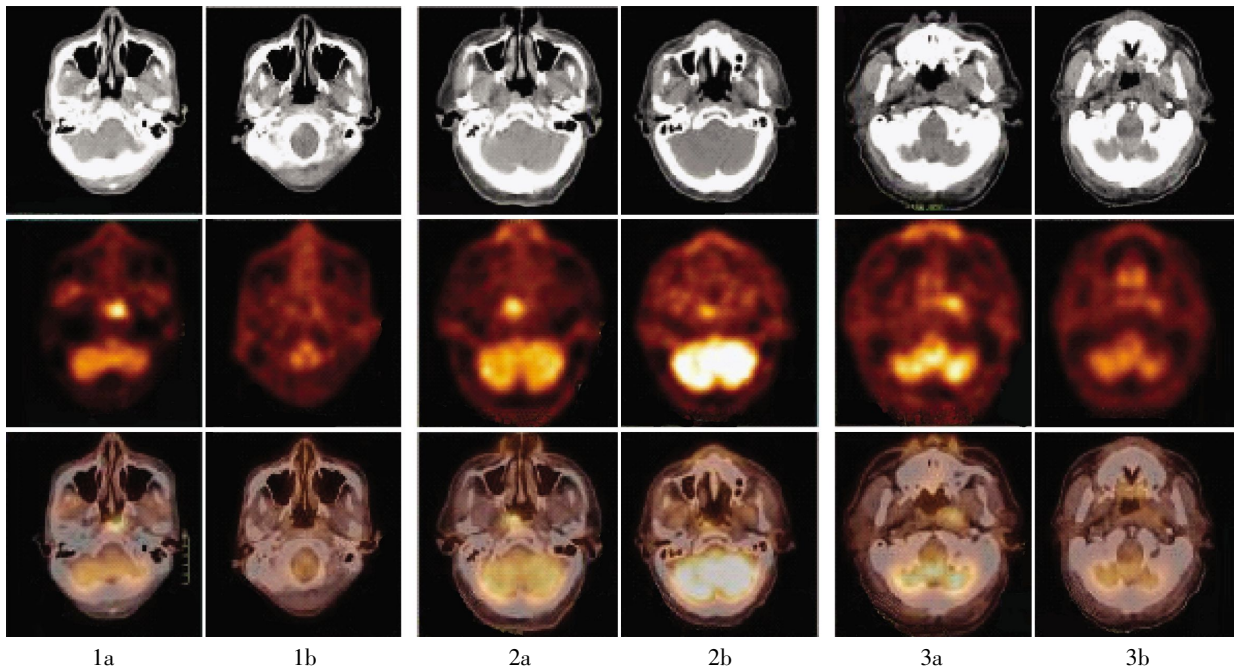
CRT 组真阴性患者 PET/CT 显像 图中, 1a 为放疗前 PET/CT 显像, $SUV_{max}=7.5$; 1b 为放疗后 1 周 PET/CT 显像, 可见放疗后原鼻咽后壁肿瘤消退良好, 目测分析局部未见放射性分布浓聚影, $SUV_{max}=2.1$ 。CRT: 适形放射治疗; SUV_{max} : 最大标准化摄取值。 图 2 IMRT 组真阳性患者 PET/CT 显像 图中, 2a 为放疗前 PET/CT 显像, $SUV_{max}=8.1$; 2b 为放疗后 1 周 PET/CT 显像, 目测分析可见右侧顶后壁局限性放射性分布浓聚灶, $SUV_{max}=2.7$ 。IMRT: 调强放射治疗; SUV_{max} : 最大标准化摄取值。 图 3 IMRT 组假阴性病例 PET/CT 显像 图中, 3a 为放疗前 PET/CT 显像, $SUV_{max}=5.4$; 3b 为放疗后 1 周 PET/CT 显像, 可见放疗后原左侧鼻咽部病灶部位仍可见少许软组织密度影, 咽隐窝明显变浅, 局部放射性分布明显高于对侧, 边缘较模糊, $SUV_{max}=3.5$ 。IMRT: 调强放射治疗; SUV_{max} : 最大标准化摄取值。
